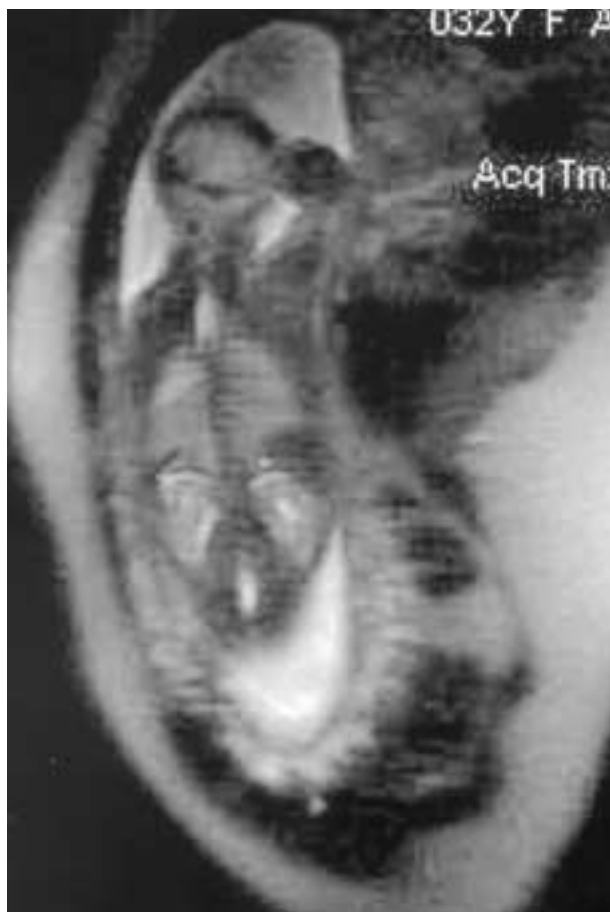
Imágenes por RM de secuestro extralobar infragmático izquierdo..
